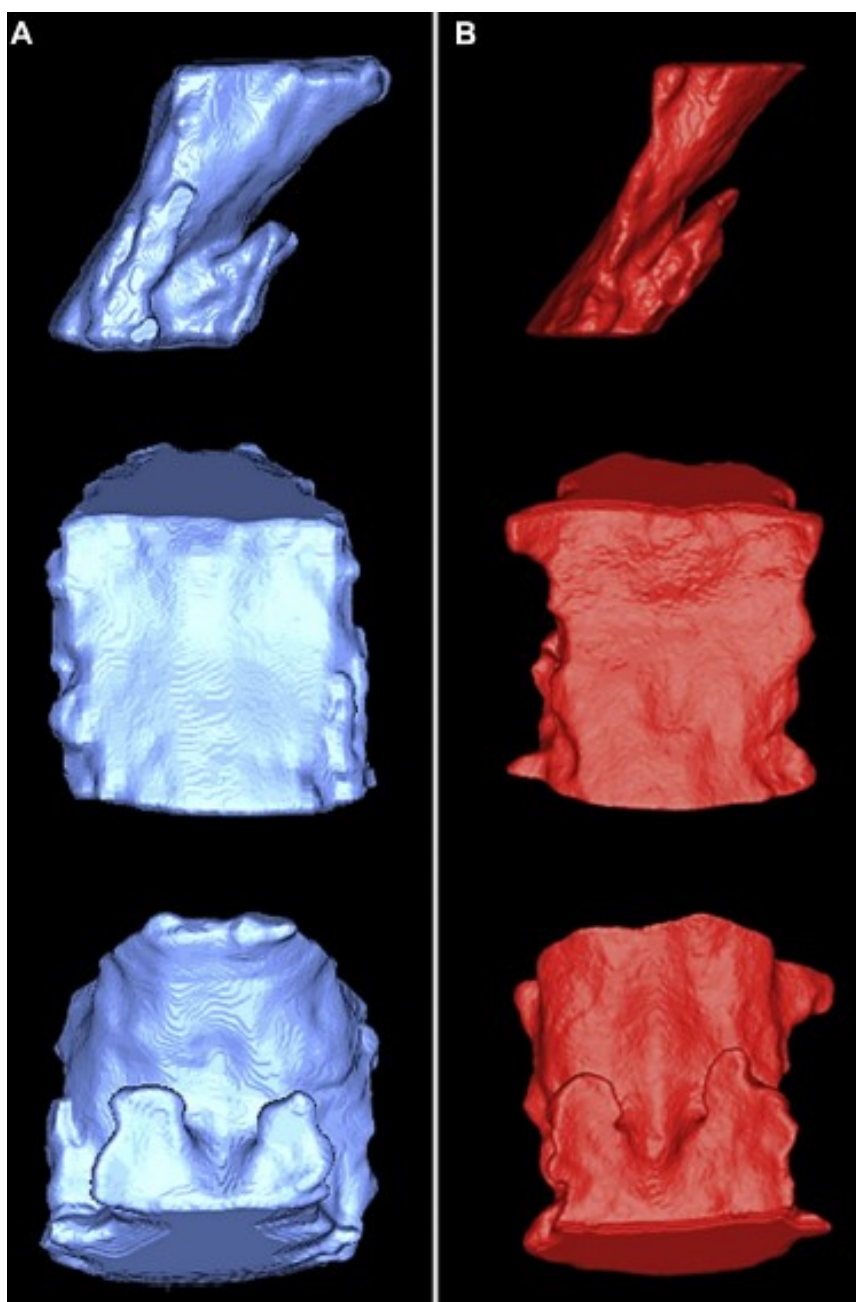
Visualização, através de um CBCT, das diferenças de volume da velofaringe entre um indivíduo com baixo e alto risco para a SAHOS. Adaptado de Adisen et al., 2017.
